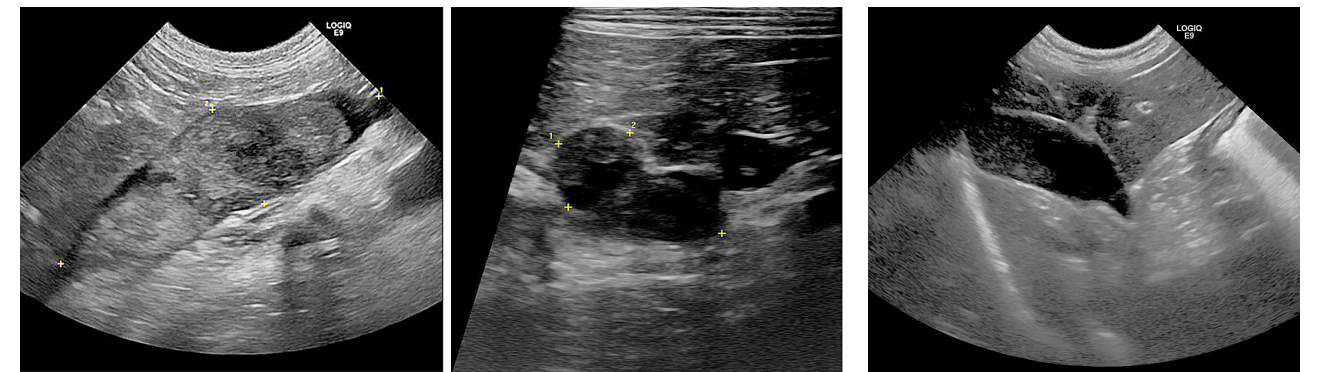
第1病日超音波検査所見(左:後大静脈内浸潤した左側副腎, 右:右側副腎) 図2:第1病日超音波検査所見(胆嚢)
